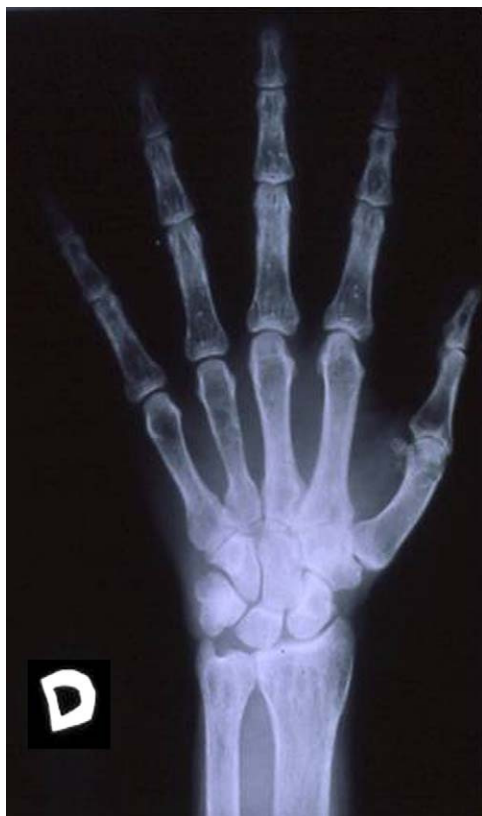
Radiografía de la mano derecha.
